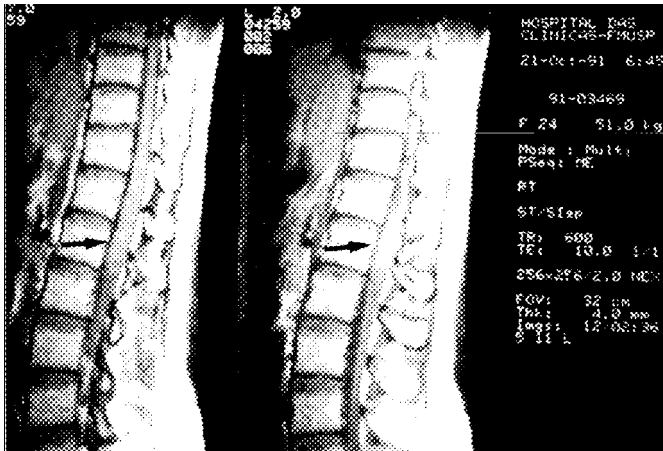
Ressonância magnética da medula espinhal evidencia cone medular de calibre aumentado ao nível de T₈-T₁₀.
